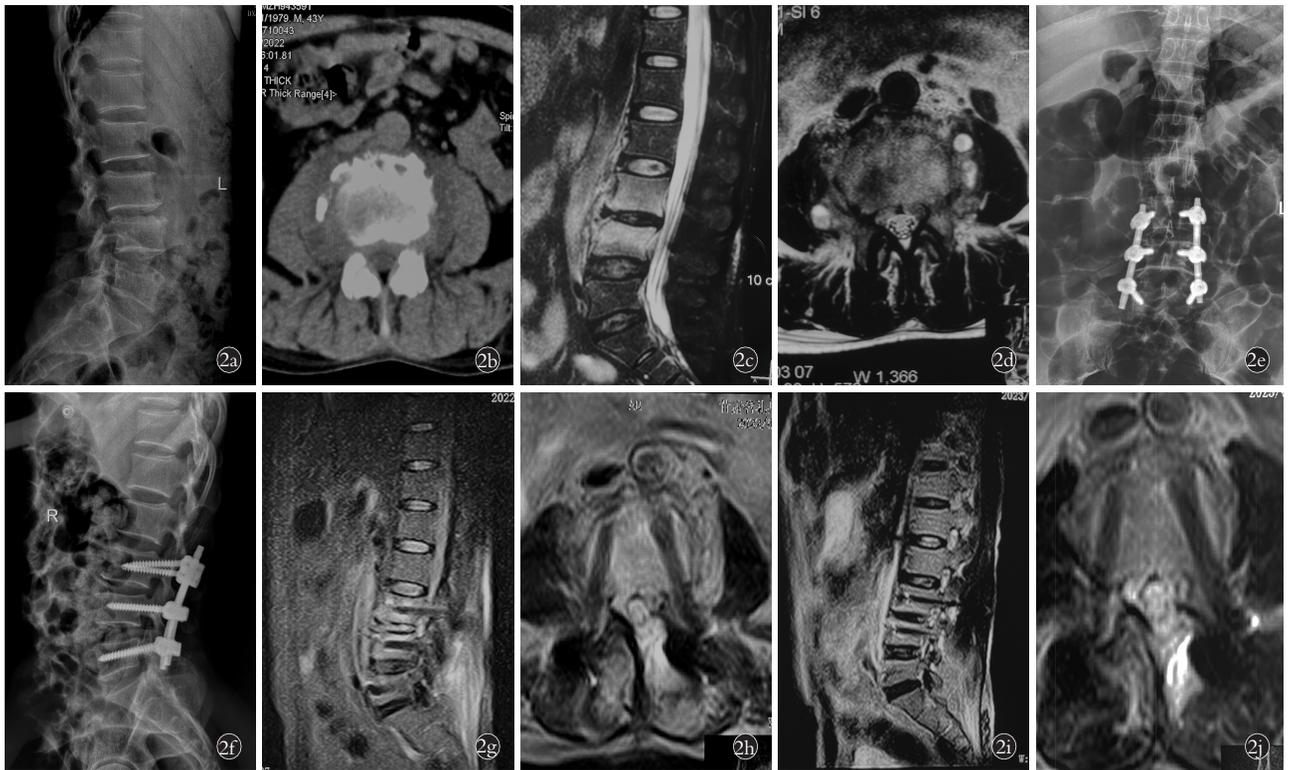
患者,男,43 岁, L_{3,4} 布鲁菌病性脊柱炎,行 I 期经后路病灶清除+脊柱内固定术 2a. 术前侧位 X 线片示 L₃、L₄ 椎体骨质破坏,椎间隙改变,椎体边缘不规则 2b. 术前 CT 示 L₄ 椎体骨质破坏,有多发空洞形成 2c. 术前 MRI 矢状位 T2WI 示 L₃、L₄ 椎体信号改变,椎间隙改变 2d. 术前 MRI T2WI 示 L₄ 椎体骨质破坏 2e, 2f. 术后 1 周腰椎正侧位 X 线片示内固定位置良好 2g. 术后 2 个月腰椎矢状位 MRI 示内固定位置良好 2h. 腰椎横断面 MRI 示 L₄ 椎体信号好转,周围空洞缩小、硬化 2i. 术后 12 个月腰椎矢状位 MRI 示内固定位置良好,腰椎椎体边缘轮廓清晰,椎间隙病灶消失 2j. 术后 12 个月腰椎横断面 MRI 示 L₄ 信号恢复正常,螺钉位置良好
